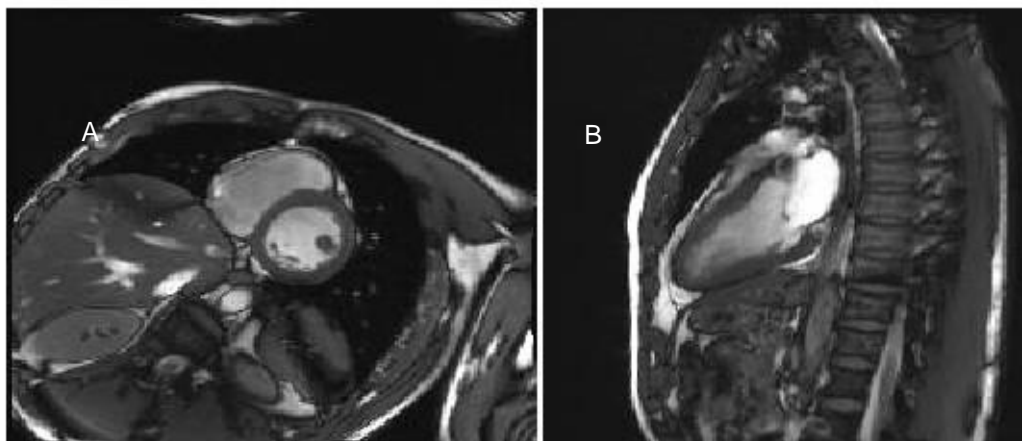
Imagens em cine-RM. A: Eixo curto do VE e B: Eixo longo do VE.
